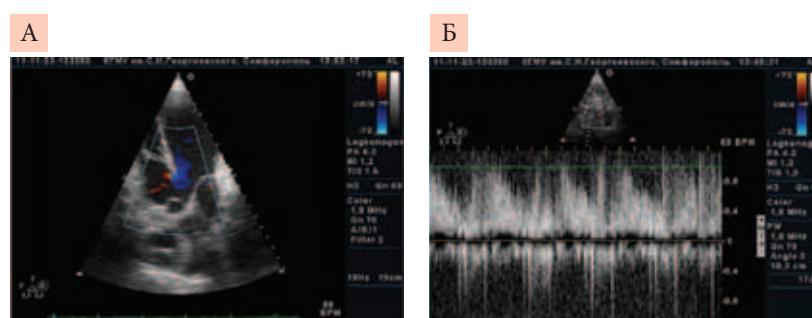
Допплер-эхокардиография беременной П. в 24 года. ВПС. Тетрада Фалло: А – анастомоз Блелока – Тауссиг, Б – надклапанный стеноз легочной артерии ( $\Delta P = 30-40$  мм рт. ст.)
